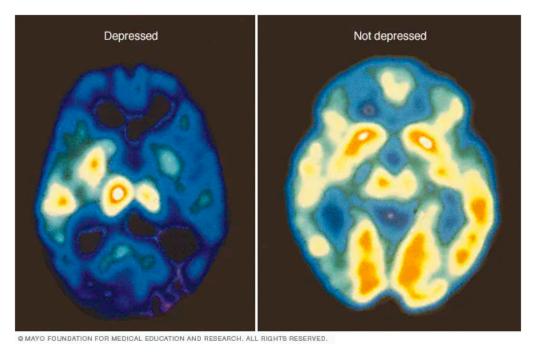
Tomografia computadorizada que diferencia um cérebro de uma pessoa saudável (direita) e um cérebro de um indivíduo diagnosticado com depressão. É possível perceber a ativação de partes específicas do cérebro.
